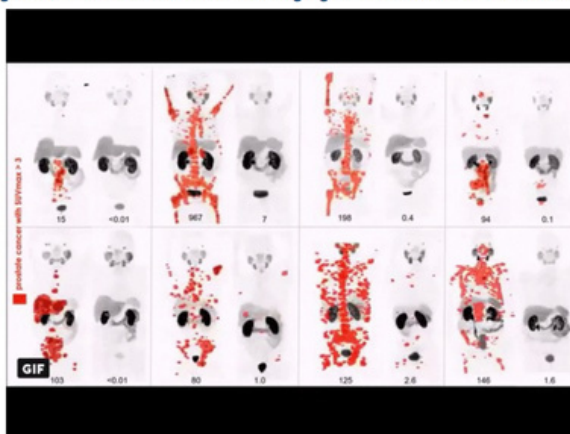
Image of the Year 2018: PSMA PET Imaging of Theranostic for Advanced Prostate Cancer
